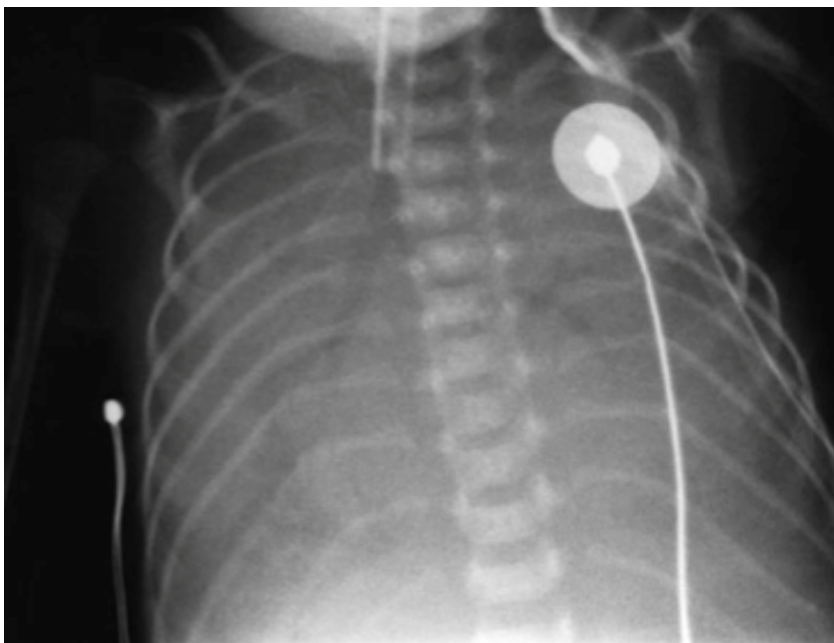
Рентгенограммы органов грудной клетки новорожденных с пневмонией:
